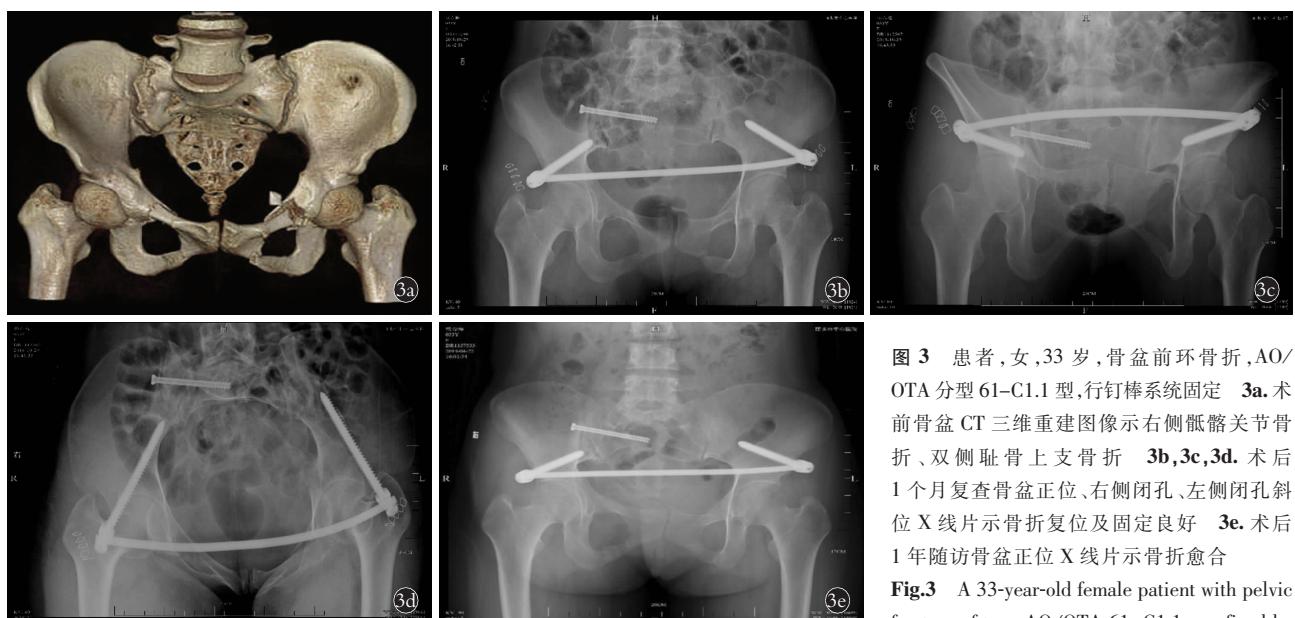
患者,女,33岁,骨盆前环骨折,AO/OTA 分型 61-C1.1 型,行钉棒系统固定。3a.术前骨盆 CT 三维重建图像示右侧骶髂关节骨折、双侧耻骨上支骨折。3b,3c,3d.术后 1 个月复查骨盆正位、右侧闭孔、左侧闭孔斜位 X 线片示骨折复位及固定良好。3e. 术后 1 年随访骨盆正位 X 线片示骨折愈合。
